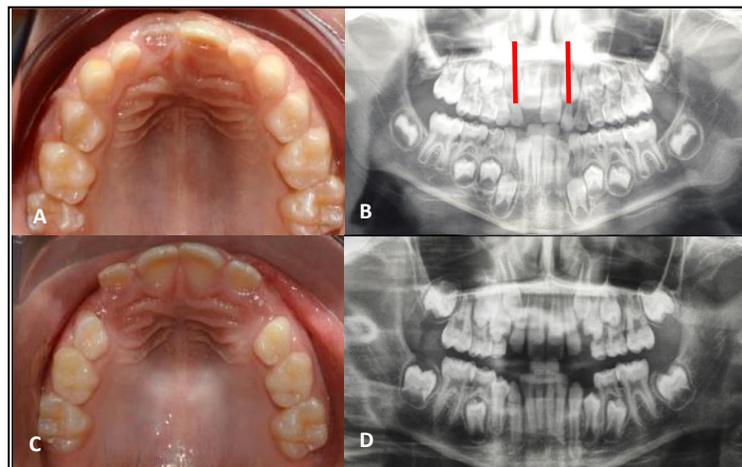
Area apical maxilar anterior pequeña. A. Arco dentario superior en dentición mixta con retención de 11 por falta de espacio disponible. B. Radiografía panorámica en dentición mixta que refleja caninos solapando aproximadamente la mitad de los laterales. C. Arco superior en dentición mixta. D. Radiografía panorámica en dentición mixta que refleja la dentición permanente ocupando el espacio dejado por la extracción de 34, 44. Fuente: Posgrado de Ortodoncia UC, Res. Johana Garvet.
